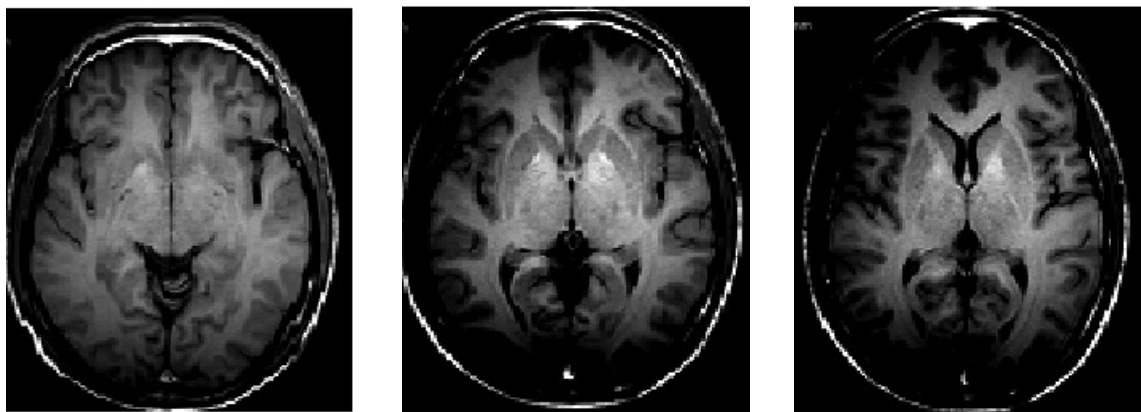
Bệnh nhân DM6H, nam, 36 tuổi, thời gian tiếp xúc với chì là 13 năm, nồng độ chì trong máu là 107 $\mu\text{g}/\text{dl}$. CHT: Có các dải và ổ tăng tín hiệu trên ảnh T2W, T2W FLAIR ở nhân trước tường (caudate), bờ ngoài của bèo sẫm (putamen) và đồi thị, khá cân đối giữa hai bên, nghĩ tới tổn thương dạng phù nề.
